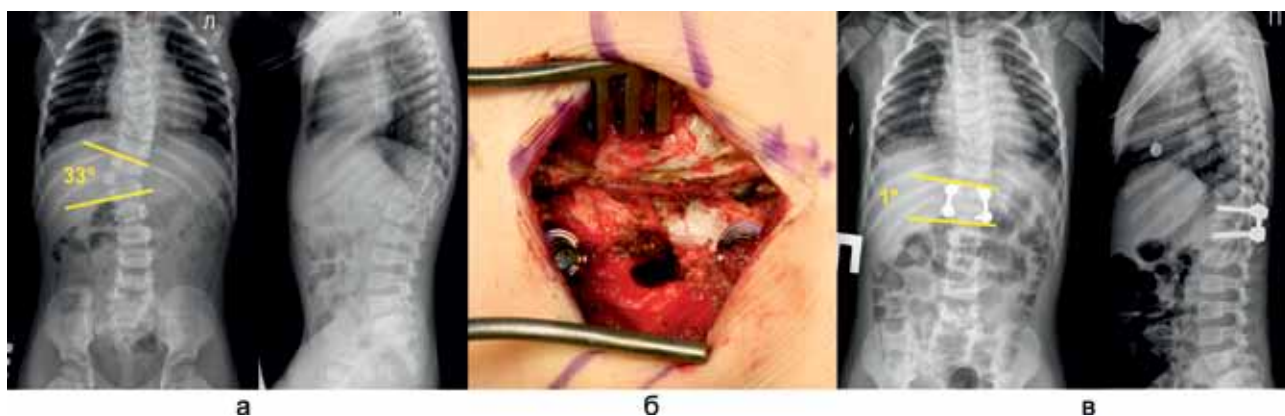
Рентгенограммы и интраоперационное фото пациента 21 месяца с врожденным сколиозом на фоне альтернирующих полупозвонков: бокового Th10 слева и сверхкомплектного заднебокового Th14 справа. Выполнена экстирпация сверхкомплектного заднебокового полупозвонка Th14 справа. Коррекция и транспедикулярная стабилизация на уровне Th9-11. Спондилодез 360°: а – рентгенограммы позвоночника до операции с фронтальным углом Cobb – 33°; б – билатеральный педикулярный доступ к телу полупозвонка после резекции полудуги до ее основания; в – рентгенограммы позвоночника после оперативной коррекции деформации
